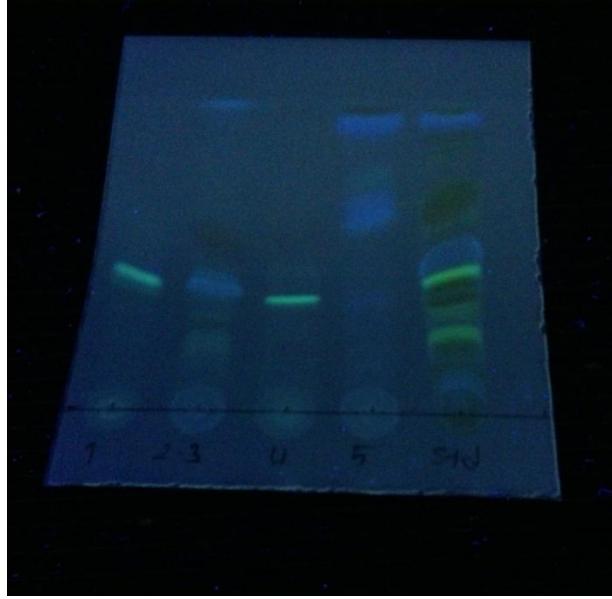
Propolis ekstresine ait YP-İTK
